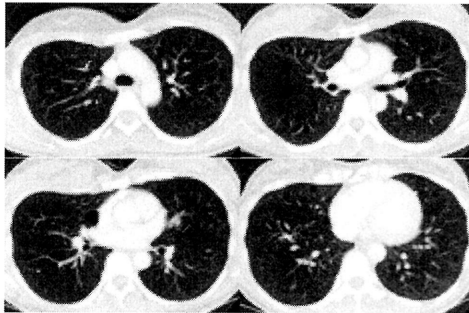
初診時 CT。最大 20mm の嚢胞をびまん性に認めた。
